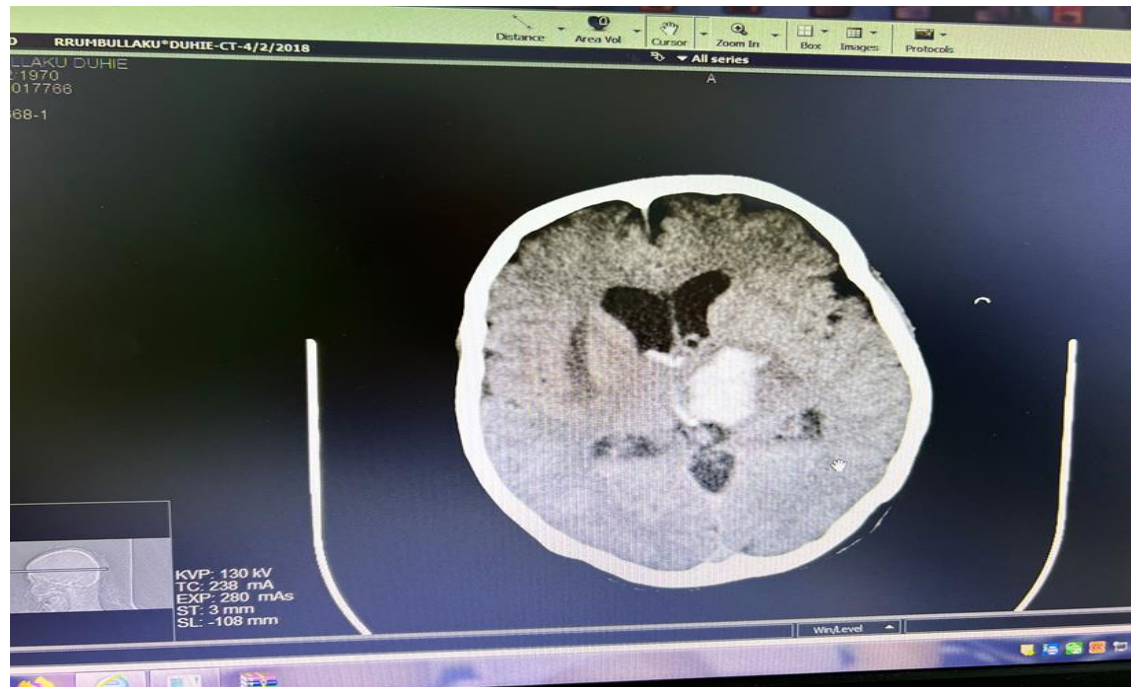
CT e stroke Hemorragjik (D.R.)
